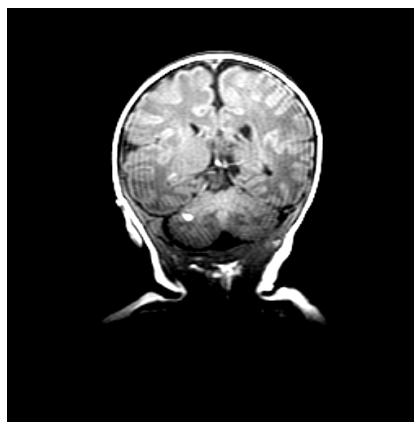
Подострая гематома правой гемисферы мозжечка. МРТ в T1 SE
